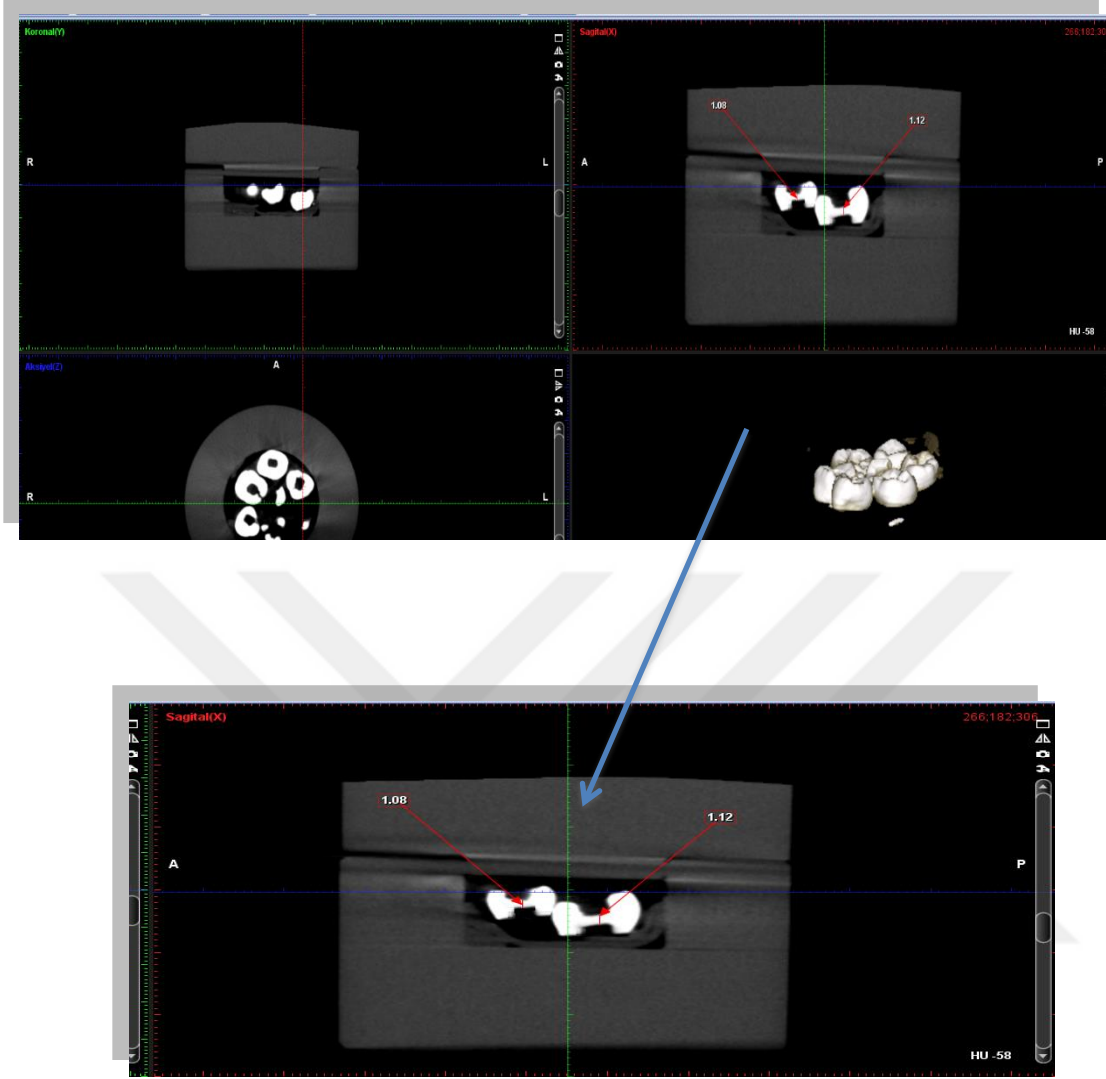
Diş örneklerinin CBCT için hazırlanması
